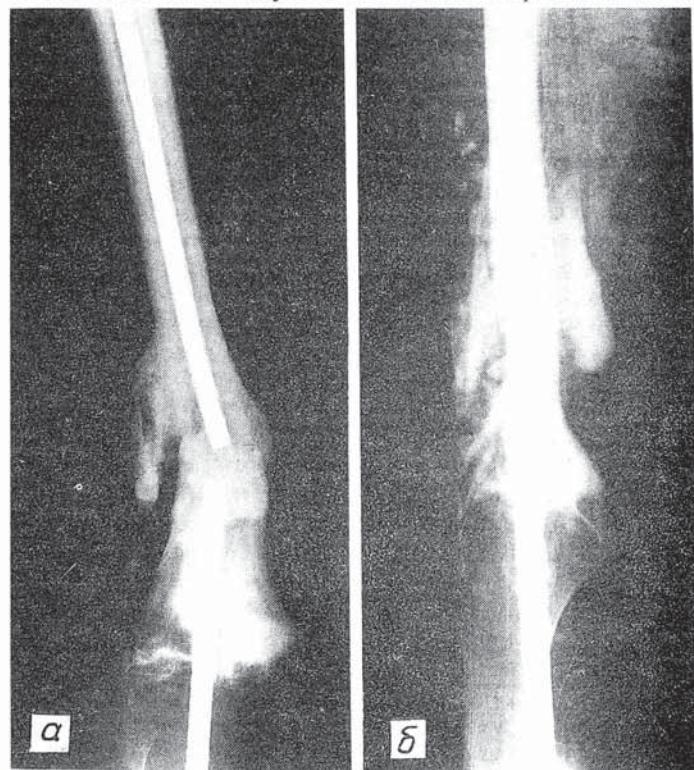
Рентгенограммы той же больной через 3 года после операции.
